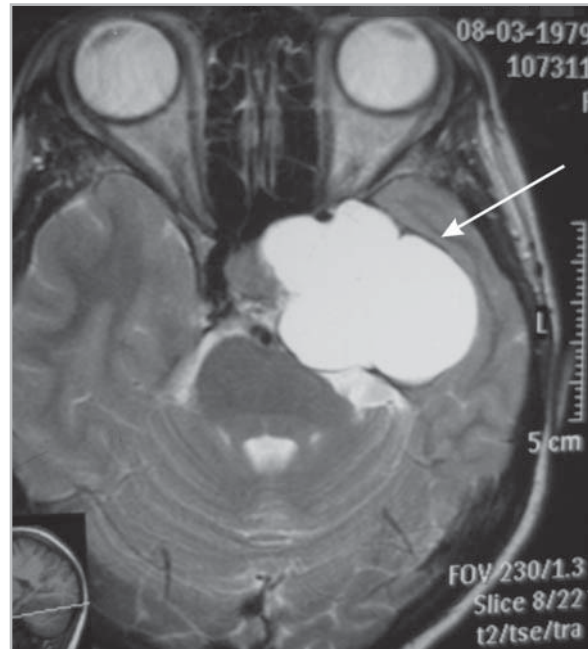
T2-взвешенное изображение в аксиальной плоскости. Томограмма была выполнена в 2009 г. в республиканской клинической больнице им. Г. Г. Куватова республики Башкортостан. На томограмме определяется гиперинтенсивное образование левого крыла основной кости, распространяющееся на область левой височной доли (показано стрелкой).
